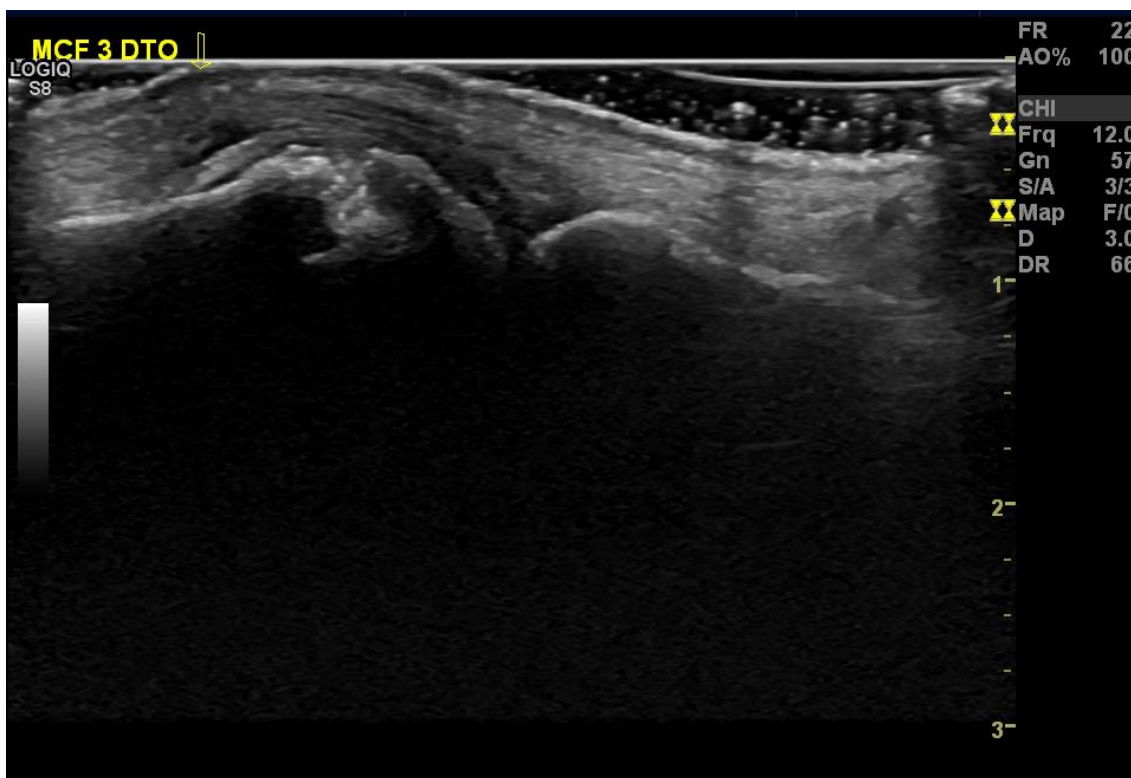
Imagem de ecografia da 3ª articulação MCF da mão direita com erosão e sinovite (patológica).
